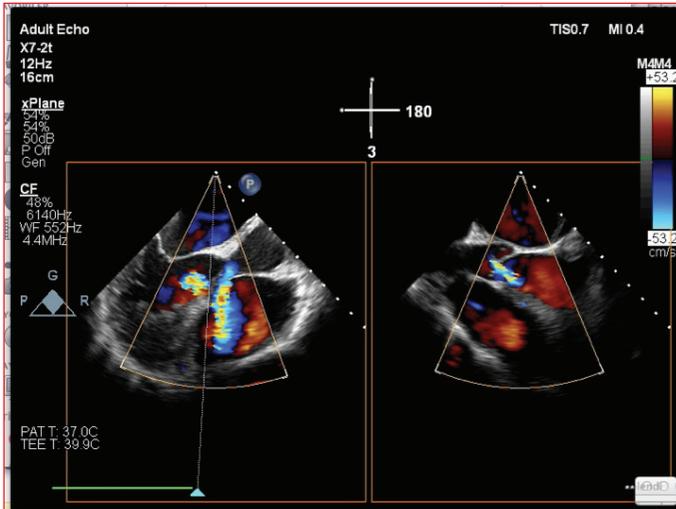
Transeophageal echocardiographic imaging of ventricular septal defect: Transeophageal echocardiography shows perimembranous small VSD and aortic regurgitation.
